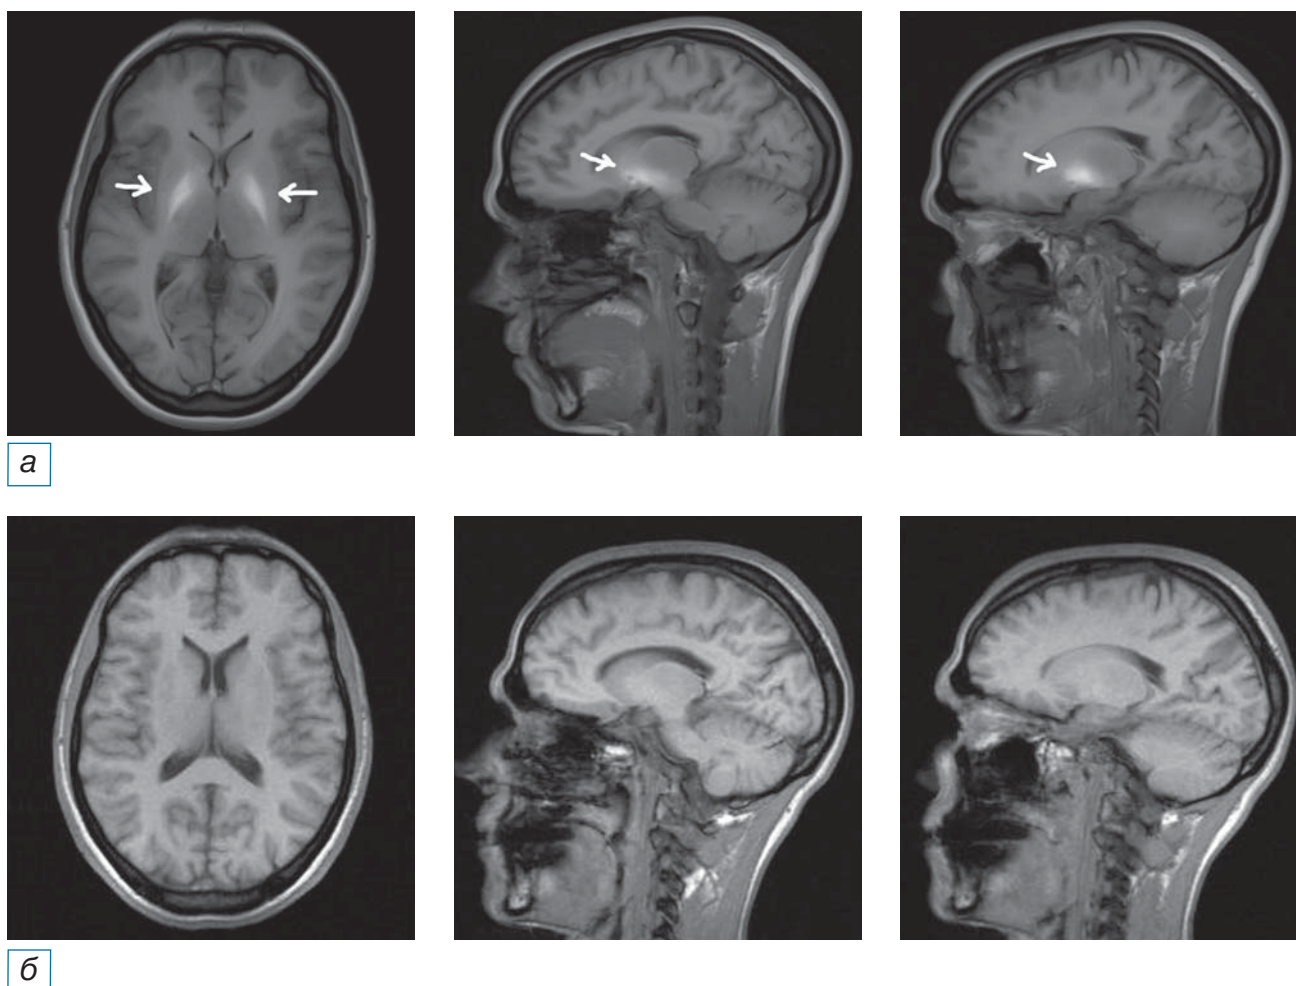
Пациентка Б., диагноз токсической дезоморфиновой энцефалопатии. МРТ головного мозга, аксиальная и сагиттальная проекции: а (исследование 2012 г., 32 года, длительность заболевания 1 год) — определяются симметричные зоны повышенного МР-сигнала по T1-ВИ от базальных ядер (в структурах скорлупы и хвостатых ядер, задних ножках внутренней капсулы, а также по ходу кортикоспинальных трактов, в ножках мозга); б (исследование 2021 г., 41 год, длительность заболевания 10 лет) — в сравнении с предыдущим исследованием ранее выявленные симметричные зоны повышенного МР-сигнала по T1-ВИ от базальных ядер (в структурах скорлупы и хвостатых ядер, задних ножках внутренней капсулы) не определяются.
